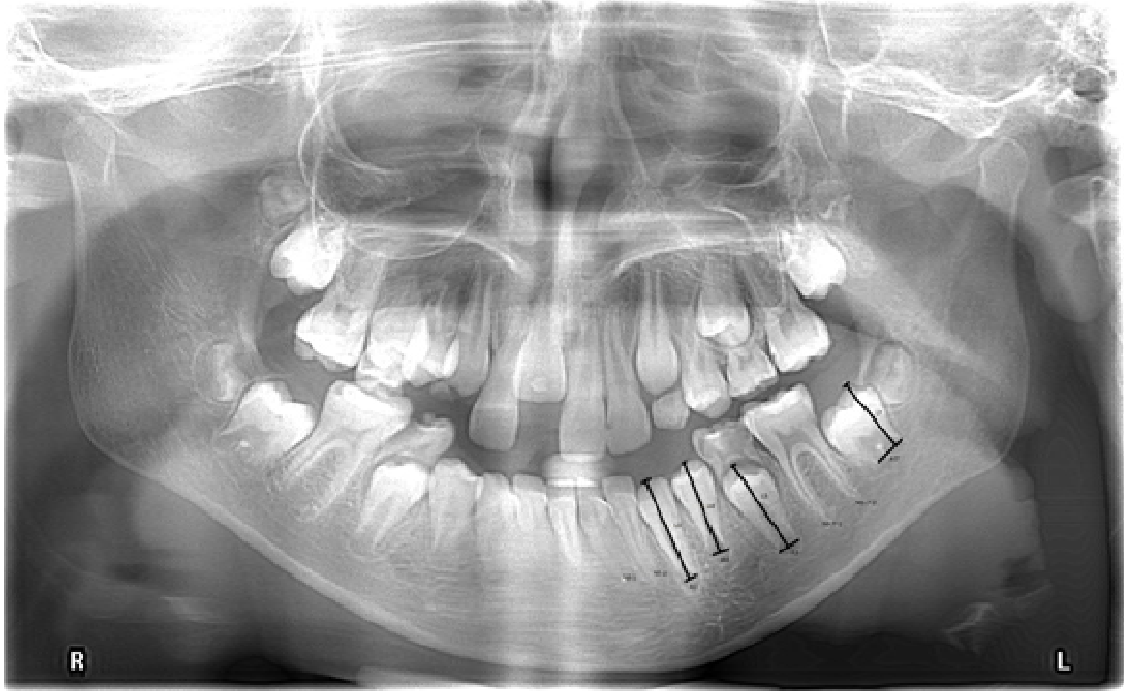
Ортопантомограма дівчинки віком 10 років 5 місяців і 23 дні
